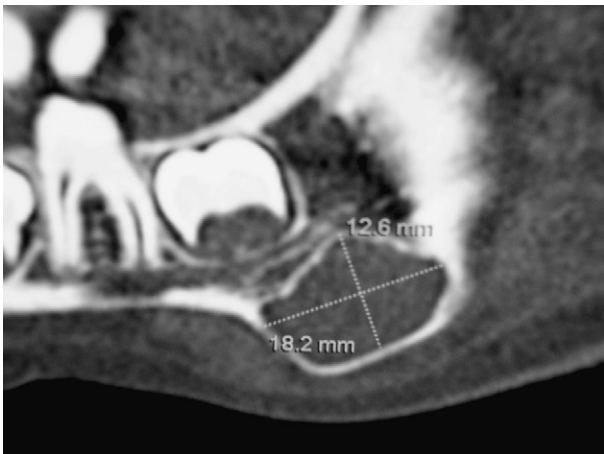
TDM vue latérale gauche.
